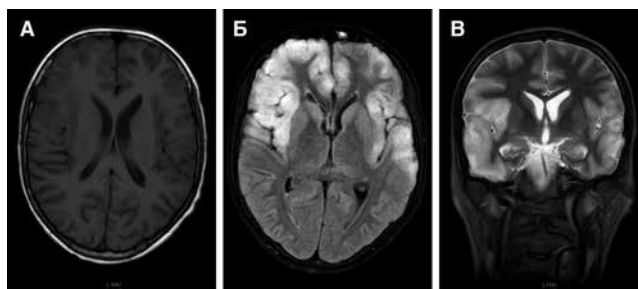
МРТ головного мозга больного В., 14 лет (режимы: А.-FLAIR PI, Б.-T2 VI) диффузное усиление МР-сигнала в области кортикальных отделов лобных, височных, островковых и теменных долей, преимущественно в правой гемисфере, а также локальное поражение мозолистого тела (МР-признаки энцефалита), сужение правого бокового желудочка на фоне локального церебрального отека
